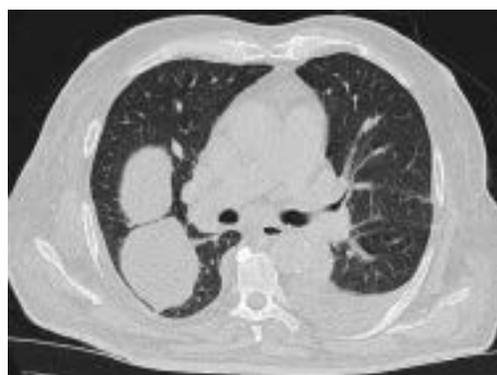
Tomografía en ventana pulmonar con dos imágenes, siendo la posterior más redondeada. Derrame pleural en el hemitórax contralateral.
